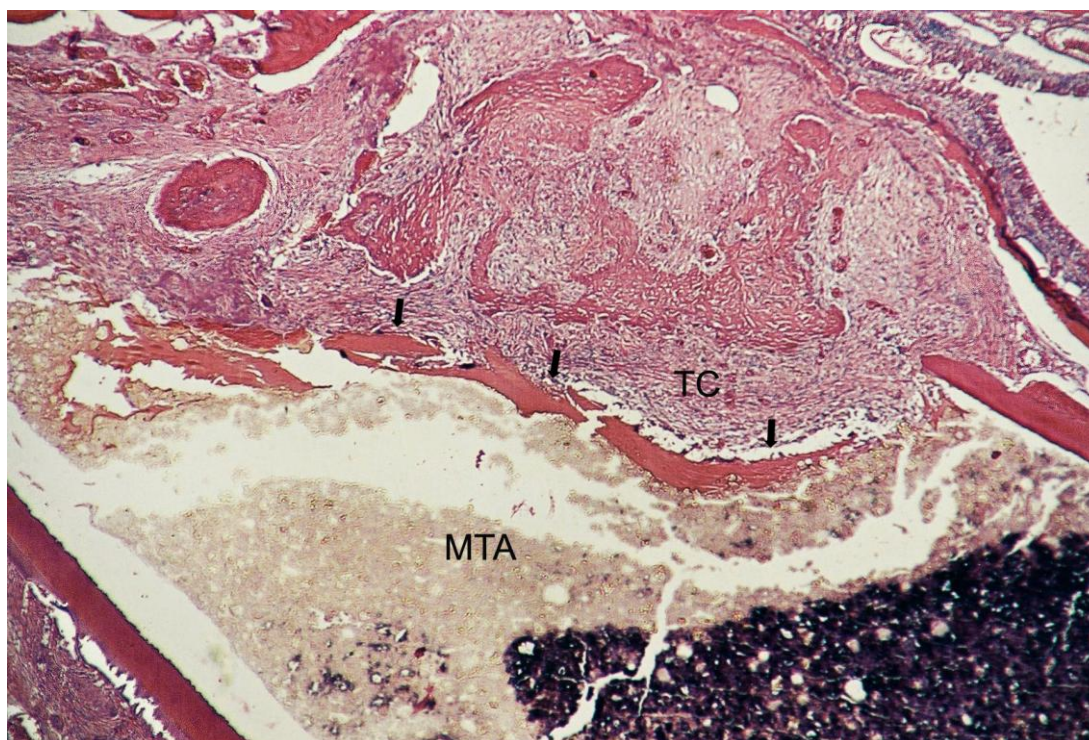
Grupo IV: Região periapical preenchida por tecido conjuntivo (TC) fibroso. Trabéculas de tecido ósseo neoformado. Fragmentos de tecido ósseo (setas) junto ao plug de MTA. H.E. 25X.
